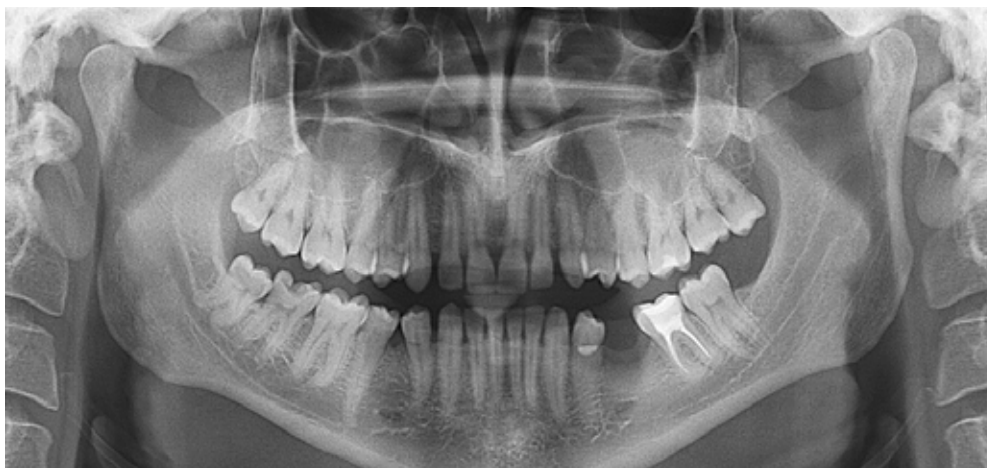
Ортопантомограма (ОПТГ) на етапі первинної діагностики
